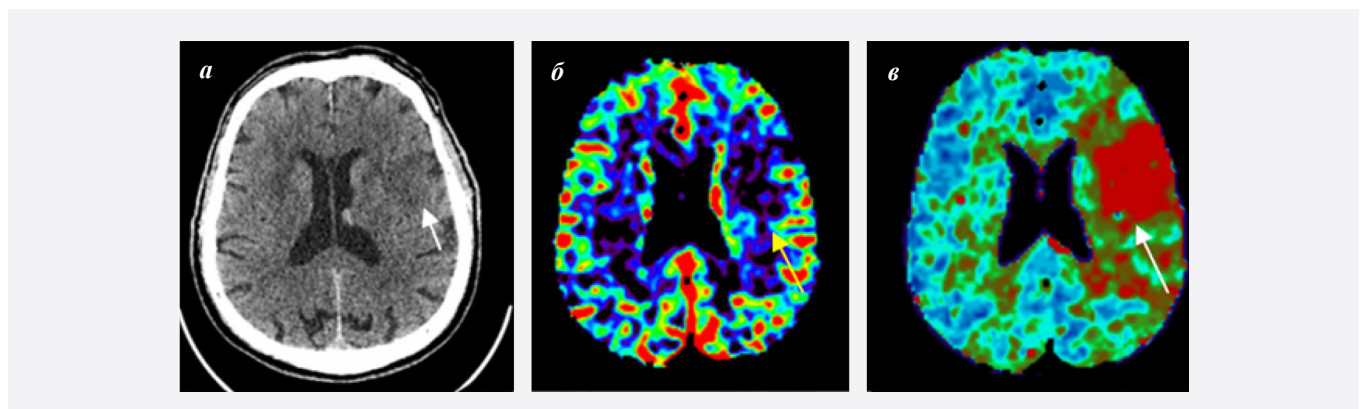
КТ пациента Н. с признаками ишемических изменений (стрелка) левой лобно-височной области (а) на нативных изображениях: гиподенсные участки без четких контуров, сглаженность борозд, зоной ядра (стрелка) и выраженной зоной гипоперфузии (стрелка) на перфузионных картах (б-в). Core area (arrow) and marked hypoperfusion area (arrow)
